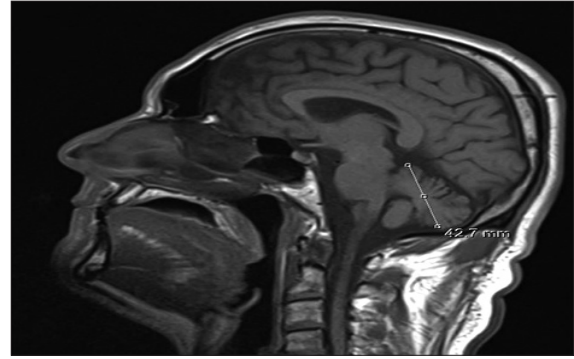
The normal sagittal view of brain MRI scan at presentation
